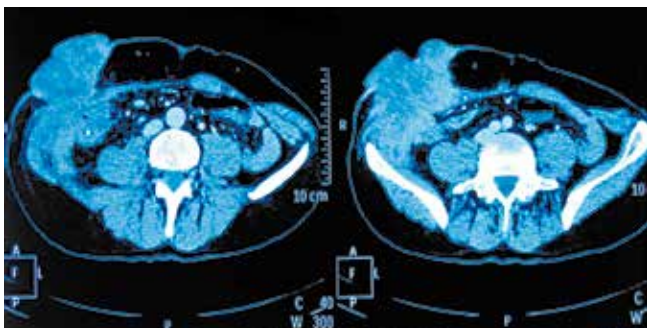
КТ живота пациента Б. до начала лечения
